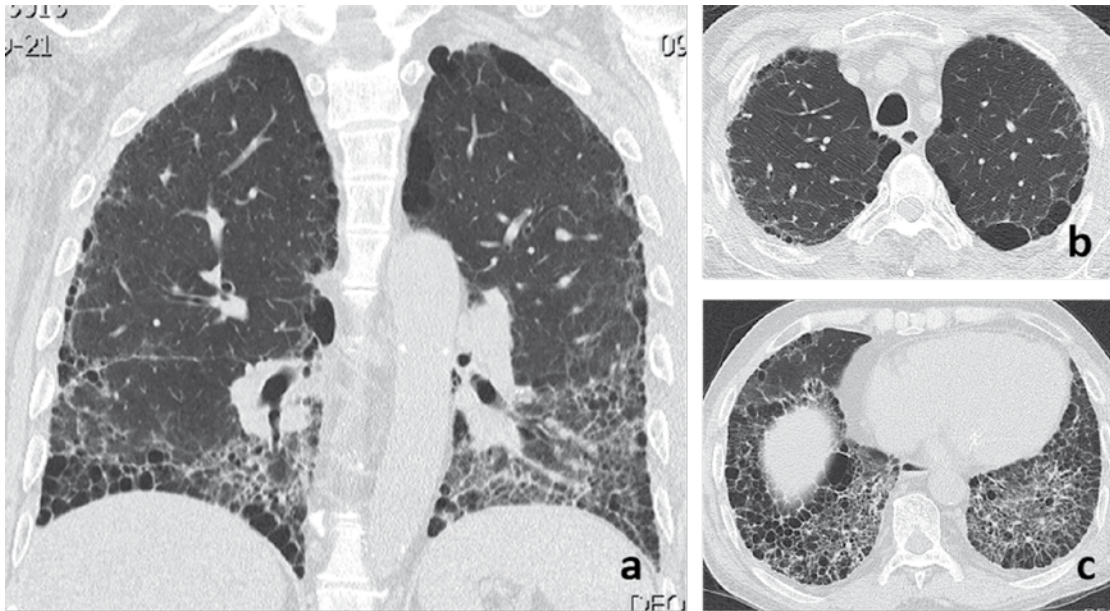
Combinación de fibrosis pulmonar y enfisema. Enfisema paraseptal y patrón de neumonía intersticial usual. Hombre de 60 años, con antecedente de artritis reumatoide y tabaquismo. a, b y c. Tomografía axial computarizada de alta resolución, reconstrucción coronal y cortes axiales (ápices y bases). Lesiones avasculares, subpleurales, de pared fina menores de 10 mm (enfisema paraseptal). Panal de abejas, bronquiectasias de tracción y opacidades intralobulillares basales con pérdida de volumen de lóbulos inferiores.
